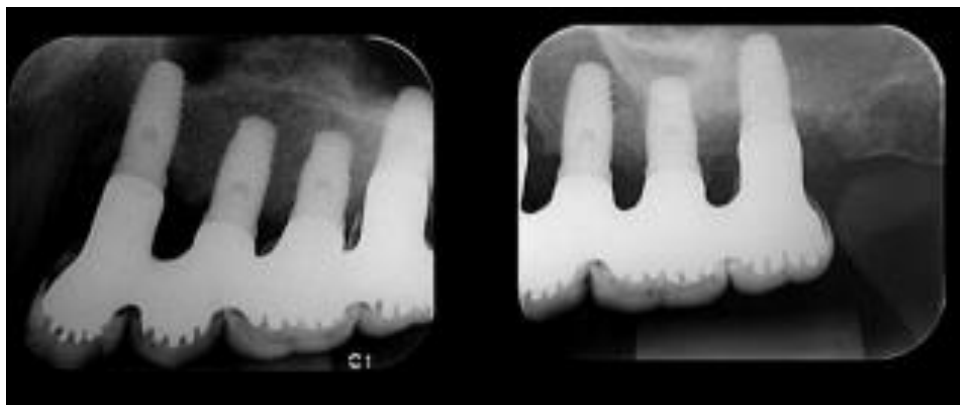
Radiografia periapical de área com rarefação óssea em taça.
